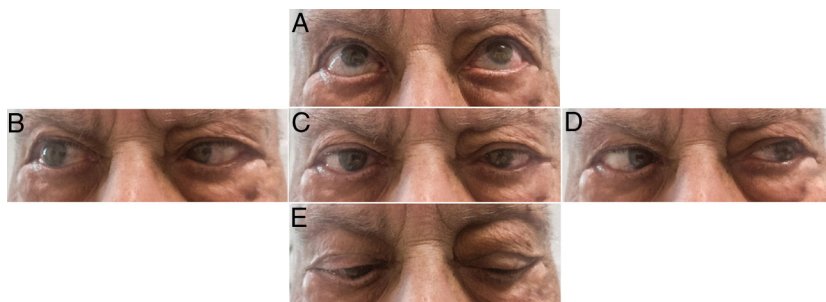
A) Supraversion normal. B) Versión a la derecha con abducción parcial del ojo derecho. C) Mirada centrada, con endotropía bilateral. D) Versión a la izquierda con leve déficit de abducción del ojo izquierdo. E) Infraversión; se observa tendencia a endotropía del ojo derecho. Convergencia conservada no presente en la figura. Exploración registrada a los 14 días de tratamiento, con mejoría parcial, principalmente del nervio abducens izquierdo que es el hipercaptante en la RM cerebral. Persistía diplopía.
